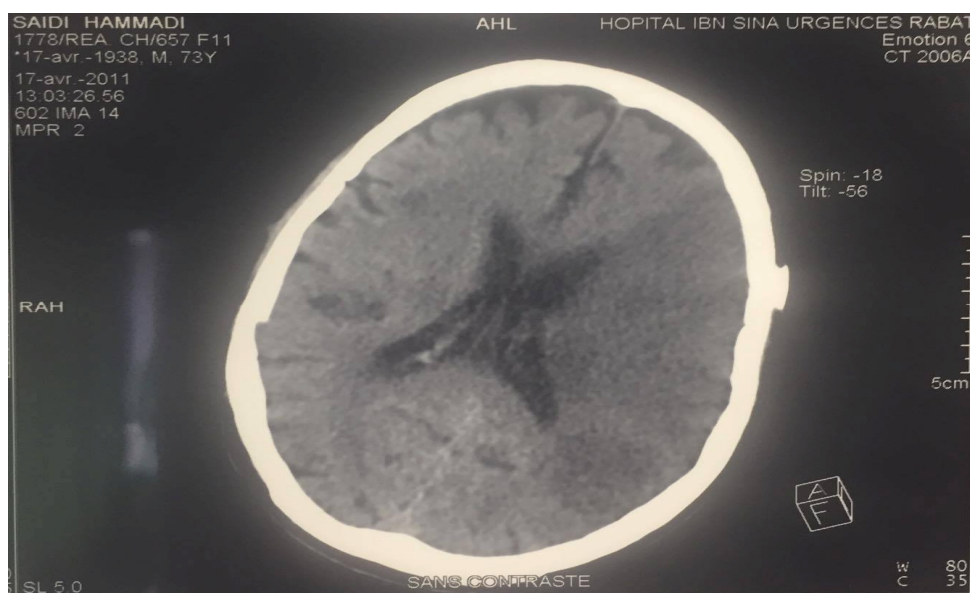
TDM cérébral montrant un AVC ischémique étendu dans le territoire de l'artère sylvienne gauche (service d'Urologie A CHU RABAT).
